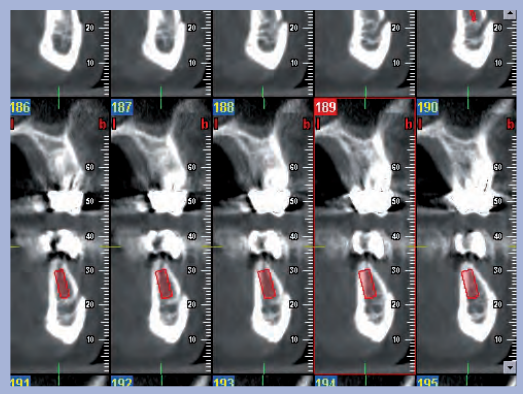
Esame Cone Beam iniziale, si verifica la fattibilità di inserimento impianti
